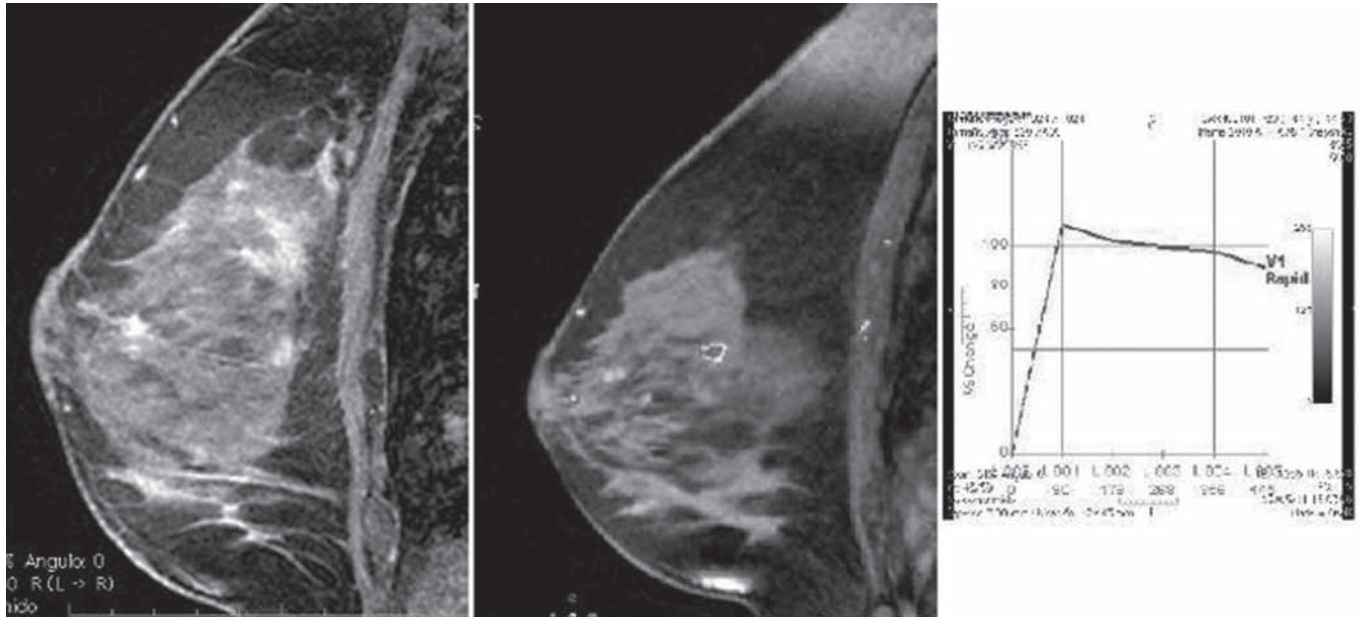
Resonancia magnética. Mama derecha Vibrant sagital: se identifica reforzamiento rápido. Mapa de color curva tipo 3.
